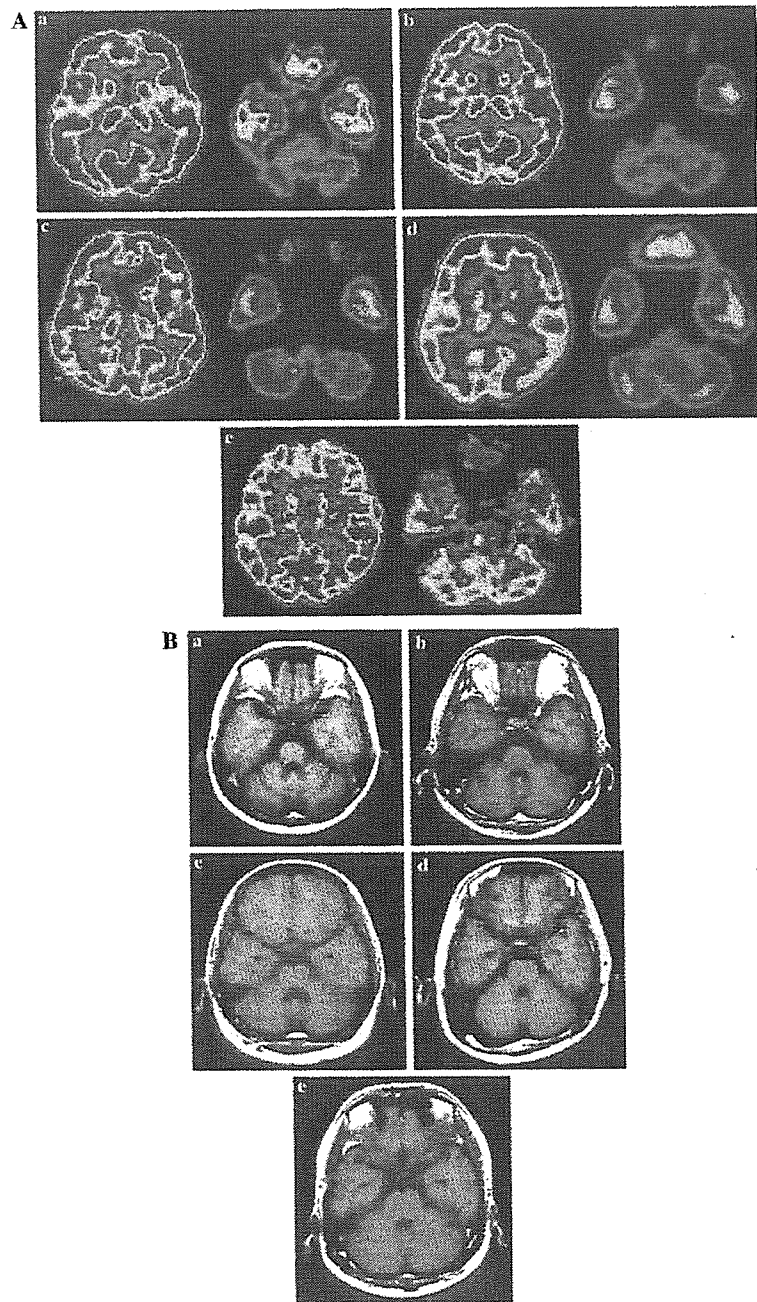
PET (A) and MRI (B) studies of individuals with mutated SCA2 gene. (a-e) Correspond respectively to cases 1-5 (cases 1 and 2, SCA2 patients; cases 3-5, asymptomatic carriers). (A) PET study shows cerebellar and/or pontine hypometabolism in cases 1-4 (a-d) and no significant hypometabolism in case 5 (e). (B) MRI study shows cerebellar and/or pontine atrophy in cases 1-3 (a-c) and no significant atrophy in cases 4 and 5 (d and e).
